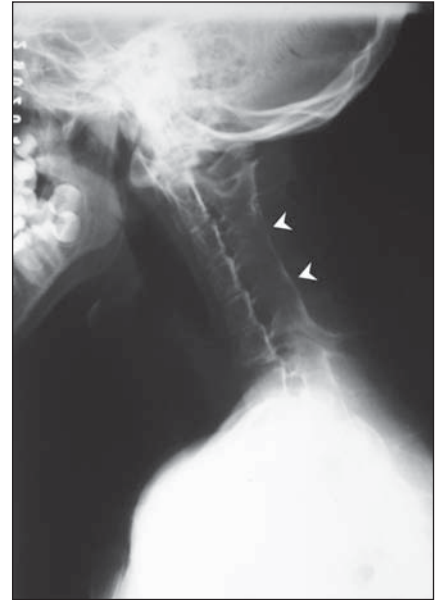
Radiografia de coluna cervical mostrando anquilose nos elementos posteriores (pontas de setas).
